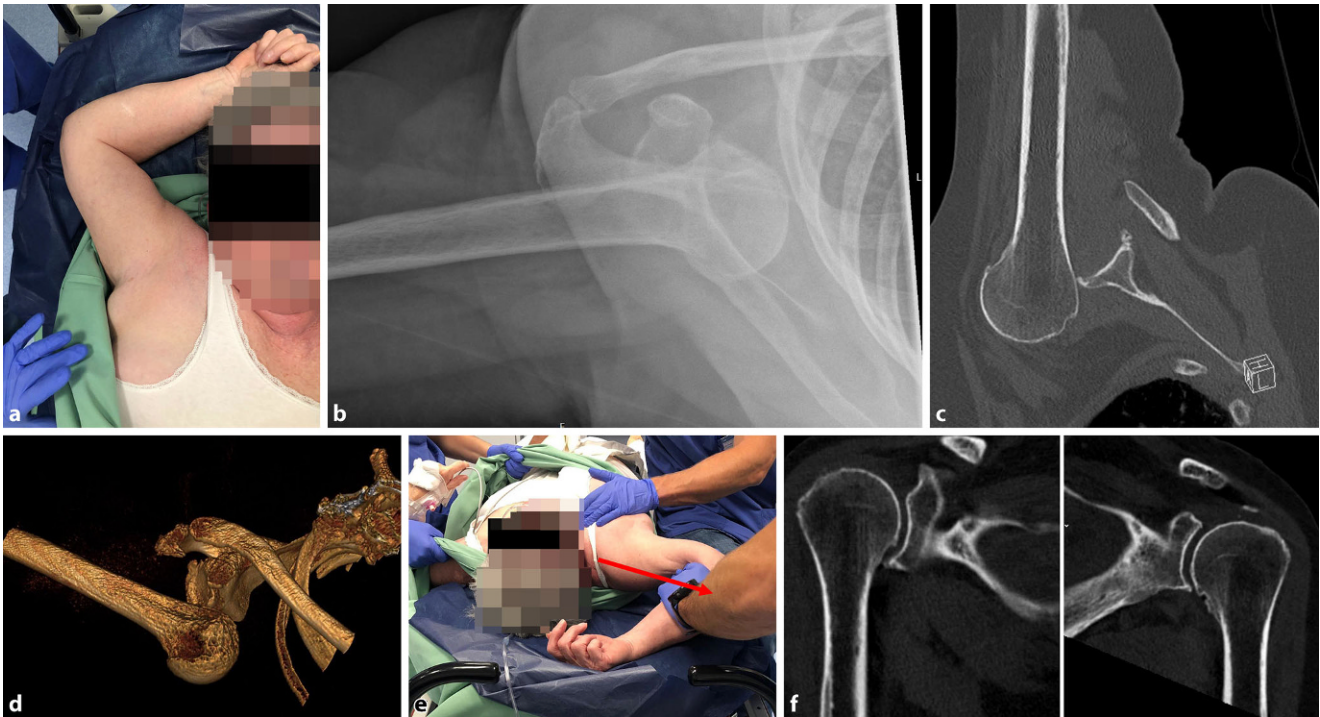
▲ a Klinisches Bild der Luxatio erecta rechts vor Reposition; b schräge Röntgenbehelfsaufnahme der rechten Schulter bei Luxatio erecta; c CT-Bildgebung der rechten Schulter vor Reposition der Luxatio erecta; d 3D-Volume-rendering-CT der rechten Schulter vor Reposition der Luxatio erecta. Der Humeruskopf zeigt sich unter dem Glenoid verhaft; e Repositionsmanöver mittels Zweistufentechnik nach Nho et al. [1] mit Zug nach kranial und lateral; f CT-Bildgebung beider Schultern post repositionem mit guter Zentrierung der Humerusköpfe im Glenohumeralgelenk
